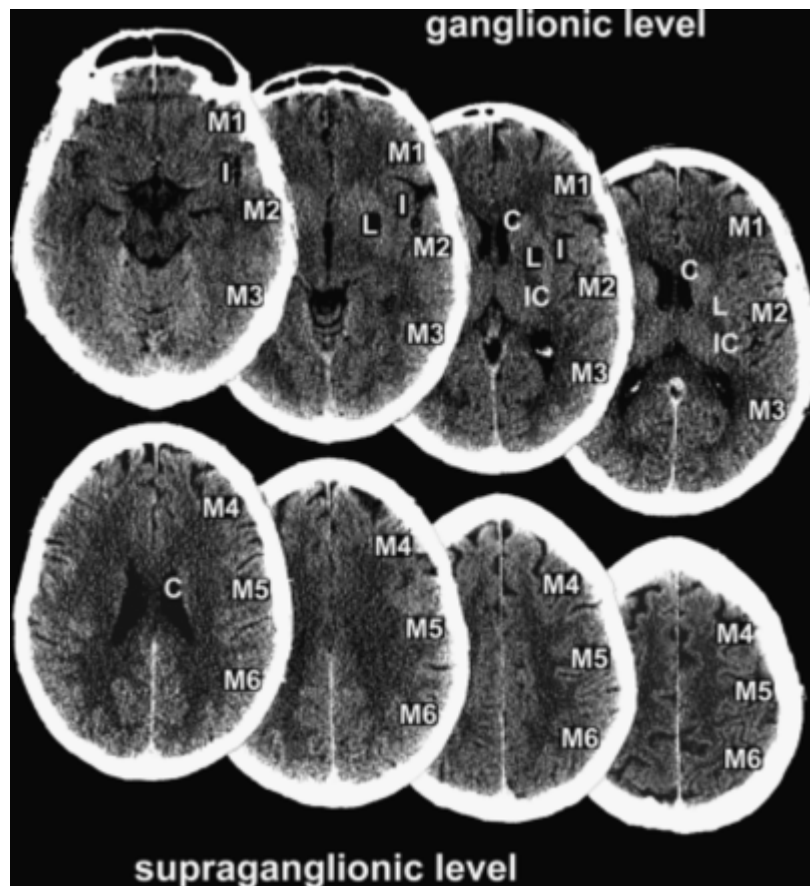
Alberta Stroke Program Early CT Score (ASPECTS) scoring.
